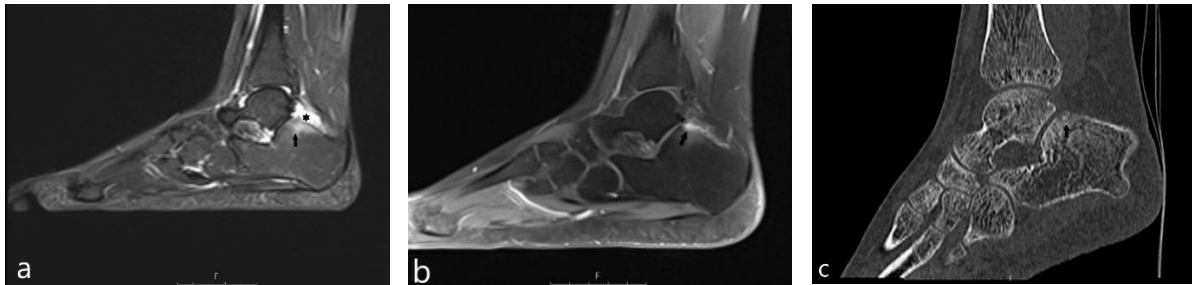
Calcaneal osteoid osteoma. 16 years old girl. Sagittal T2 weighted suppressed MRI (a). Bone marrow edema at the superior part of the calcaneus (arrow). Effusion in talocalcaneal joint (asterisk). Sagittal contrast-enhanced T1weighted MRI (b). Minimal contrast enhancement at the superior surface of the calcaneus (arrow). Sagittal reformatted CT (c). Osteoid osteoma is visualized with calcified nidus (arrow).
